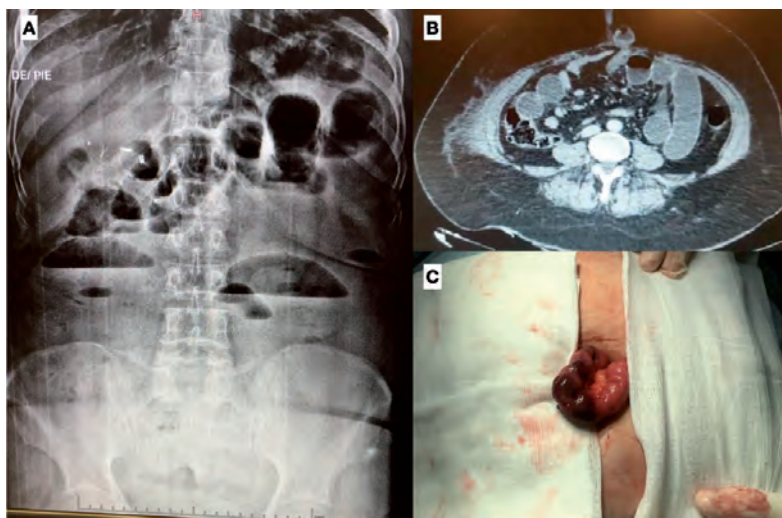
Oclusión intestinal por evisceración aguda a través de puerto umbilical de colecistectomía a las 48 hs del postoperatorio. Radiología simple (A), Tomografía Computada (B) y exploración quirúrgica (C).
